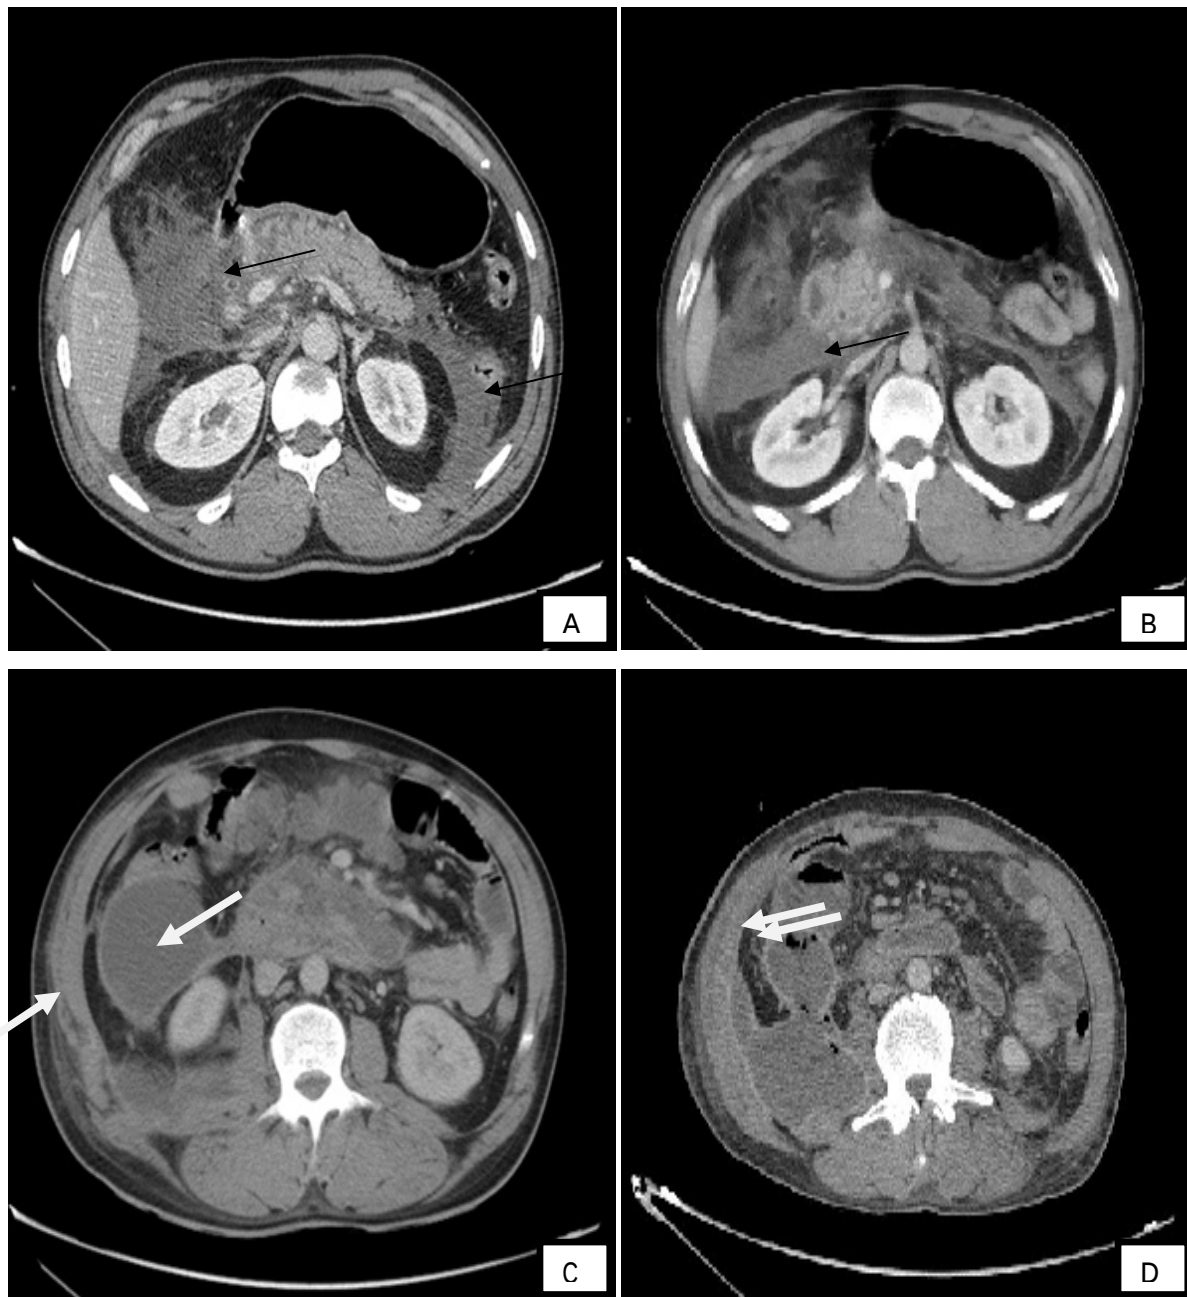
Deux TDM abdominales chez le même patient avec intervalle de 10 jours :
